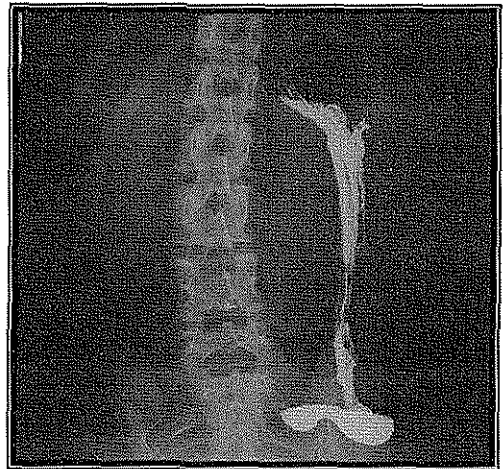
Radiografía obtenida durante una SEGDTI, en la que se aprecia estómago en cascada.
